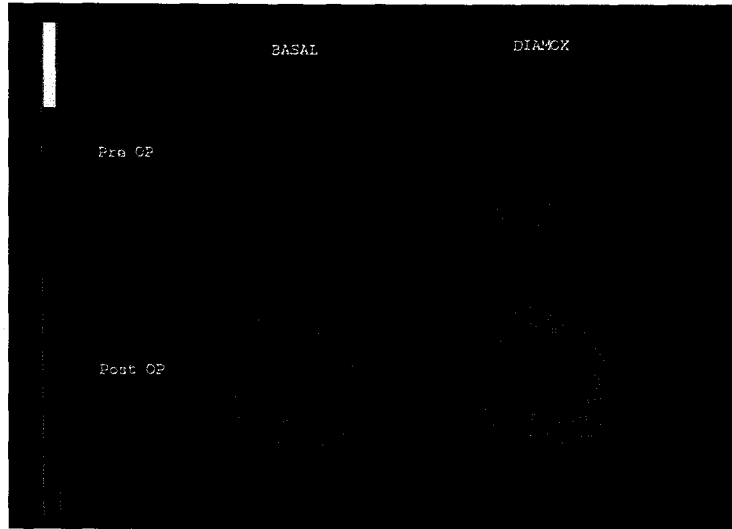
51-year-old man with severe left internal carotid artery stenosis and right internal carotid artery occlusion. Preoperative acetazolamide stress brain perfusion SPECT shows reduced cerebral blood flow (CBF) of left middle cerebral artery territories, and reduced cerebrovascular reserve (CVR) of both anterior and middle cerebral artery territories. After left carotid endarterectomy, follow-up SPECT depicts not only improvement of reduced CBF and CVR of ipsilateral (left) cerebral hemisphere but also improvement of reduced CVR of contralateral (right) hemisphere.
